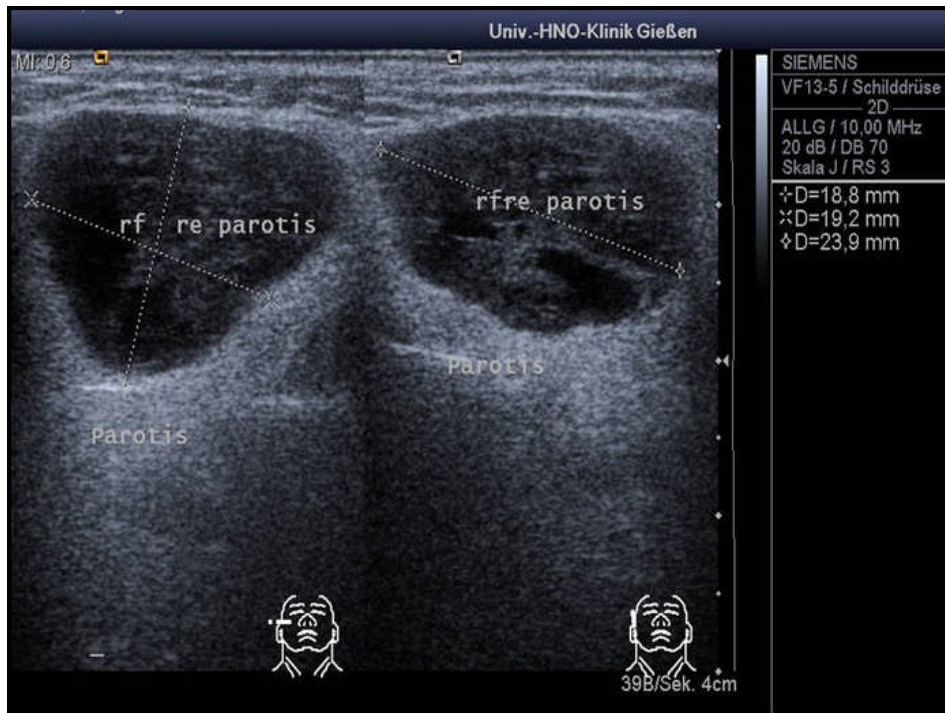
Sonographie eines Zystadenolymphoms
